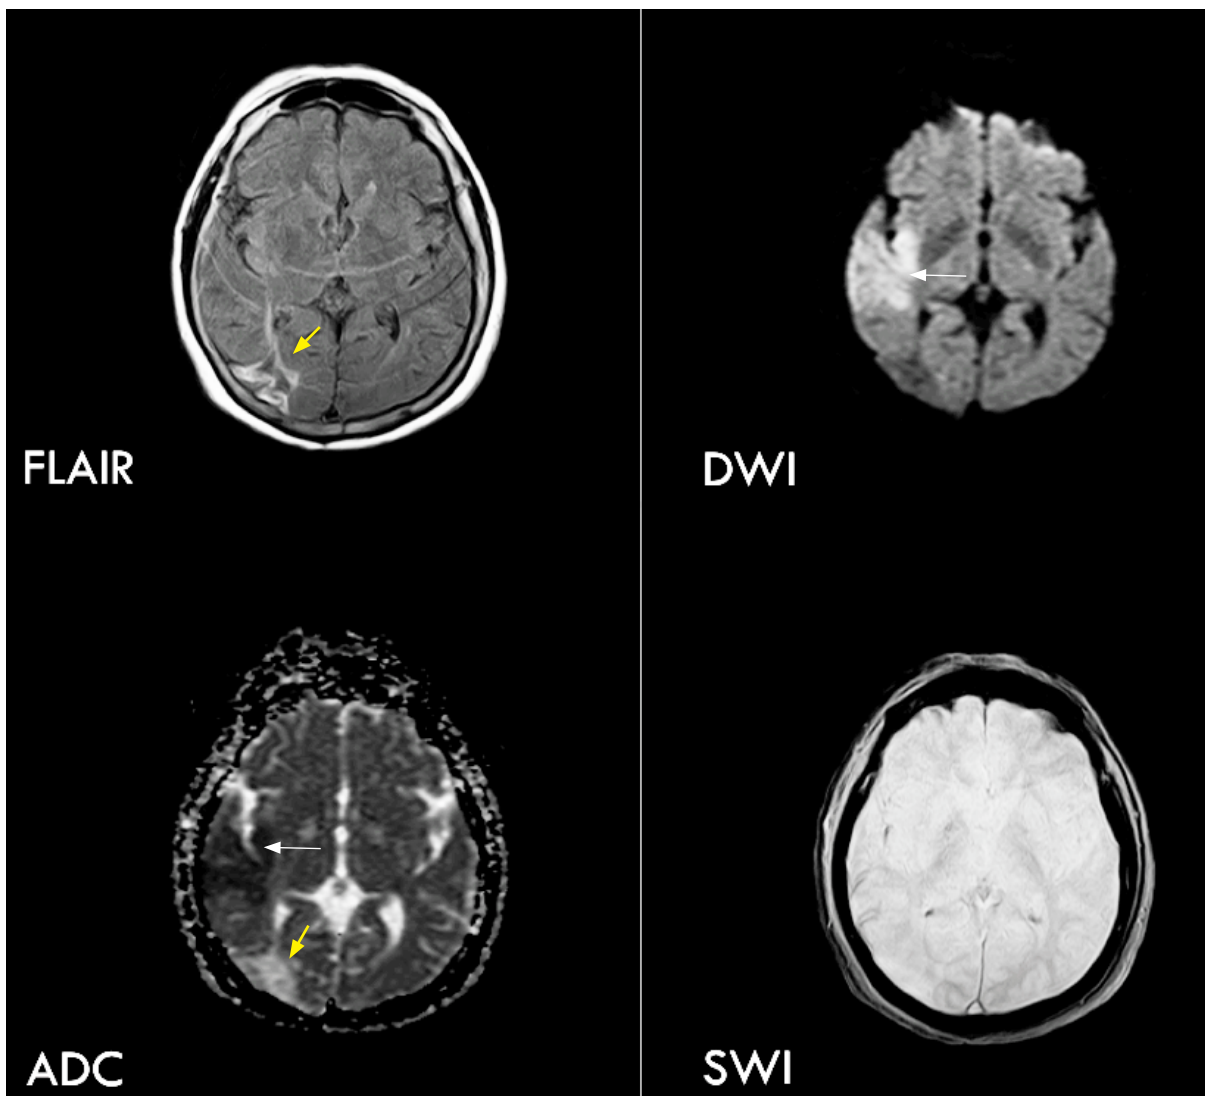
Paciente con ACV isquémico agudo de la arteria cerebral media derecha. Se observa hiperintensidad en las secuencias de DWI (flecha blanca), hipointensidad en los mapas ADC (flecha blanca), sin alteraciones en FLAIR ni evidencia de sangrado en las imágenes de susceptibilidad (SWI). Se observa además infarto antiguo hemodinámico (flecha amarilla). Fuente autor.
